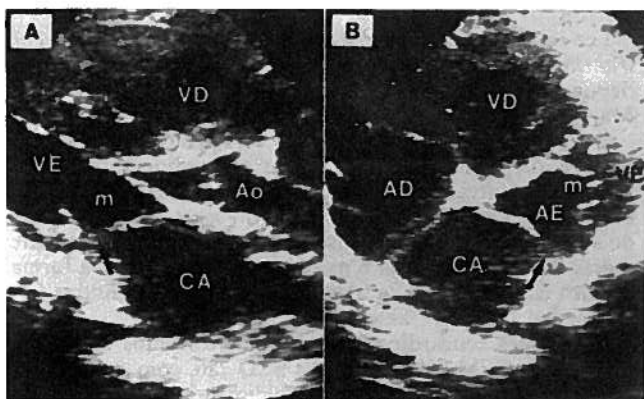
Ecocardiograma bidimensional.
